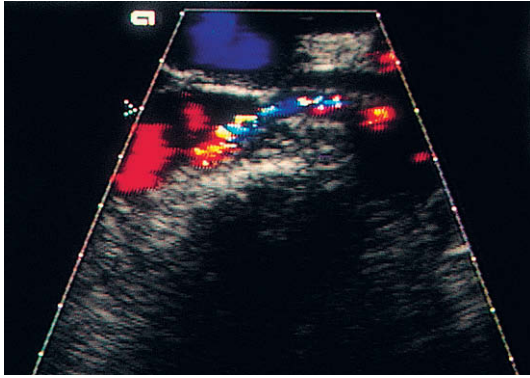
Imagen Doppler de flujo en color del origen de la arteria renal derecha en un paciente con estenosis de la arteria renal. Hay una turbulencia significativa del flujo con un patrón en mosaico de la señal en color.
